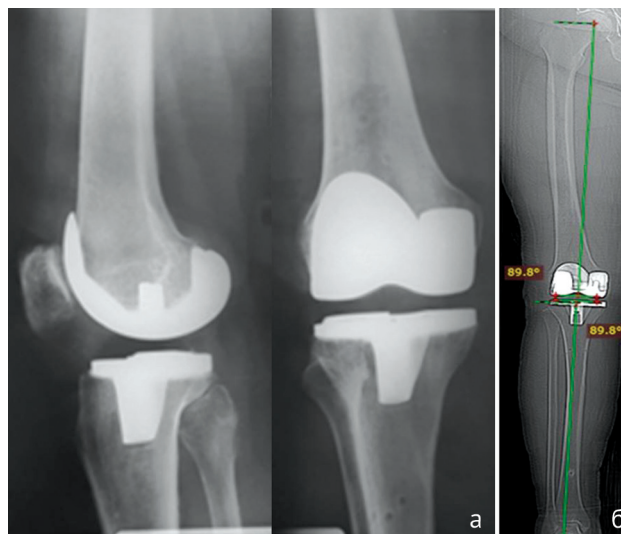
а – послеоперационные рентгенограммы коленного сустава в прямой и боковой проекции; б – телерентгенограмма нижней конечности
